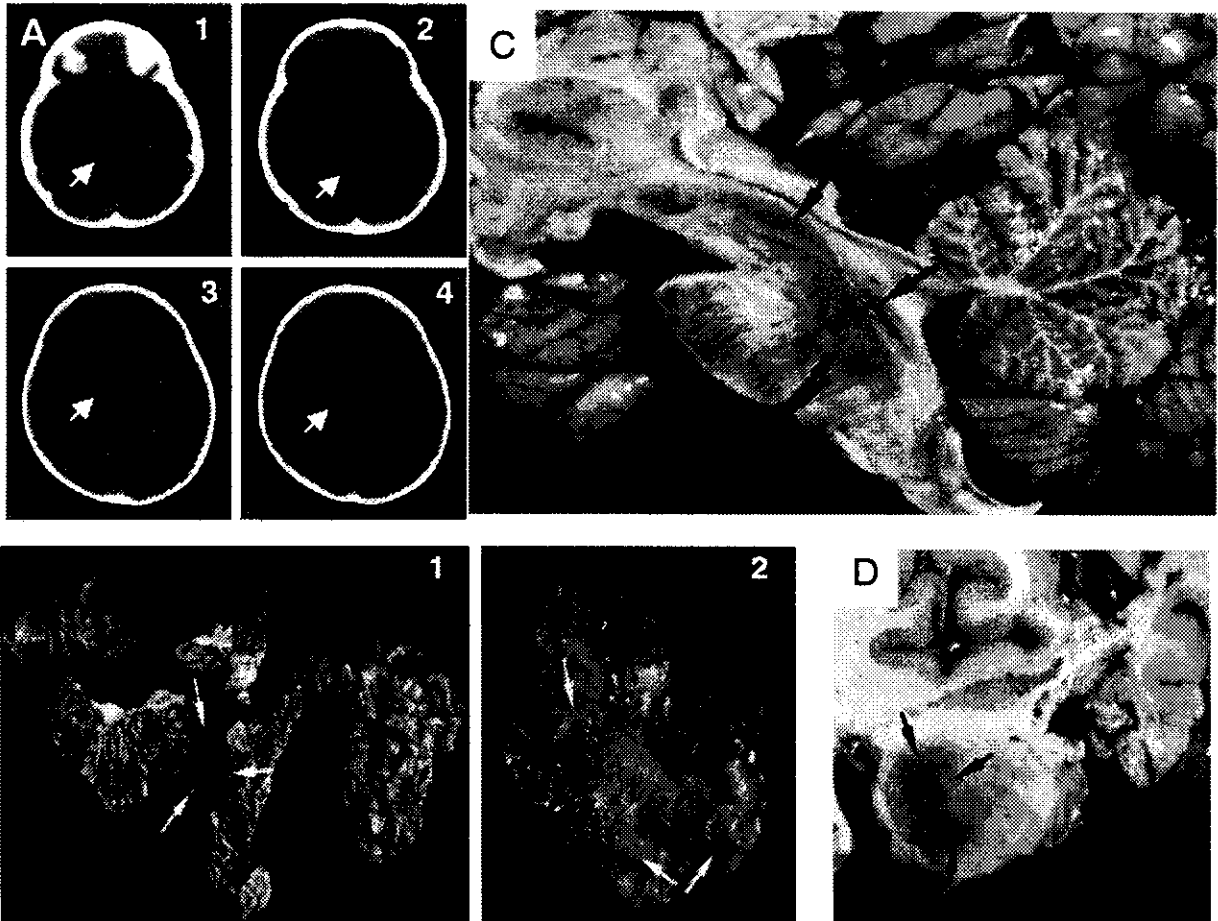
CT 及び剖検の肉眼的所見 CT 所見は、橋 (A-1) および中脳(A-2)背側部、視床下部 (A-3)、視床 (A-4) に左右対称性の低信号域を認めた。剖検所見では、同部は茶褐色の色調変化を呈し、壊死軟化病変が疑われた。大脳深部白質に微小出血を散在性に認めた (C および D)。腸管ではリンパ球形成 (B-1)、腸間膜リンパ節腫大を認めた (B-2)。
